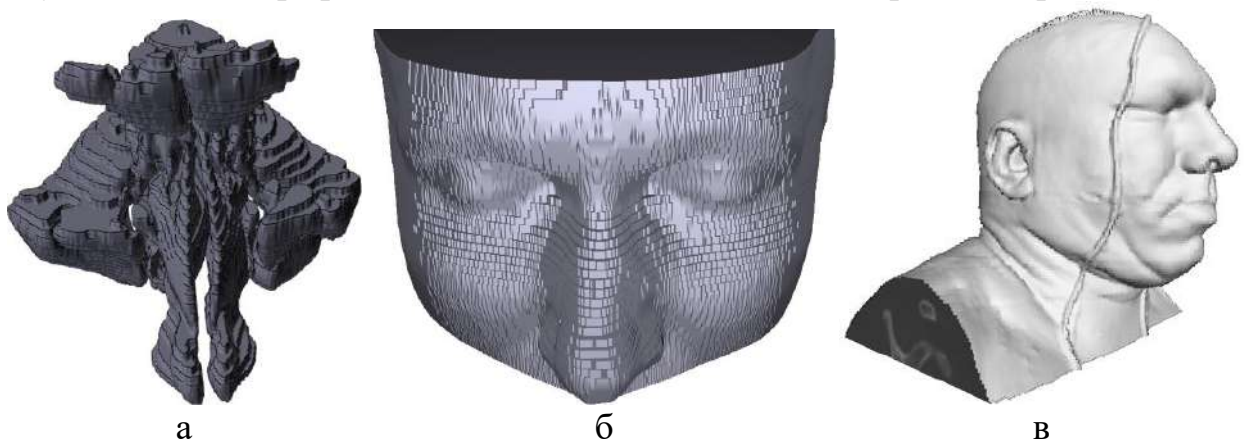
Візуалізація анатомічних структур обличчя людини по томографічних даними
